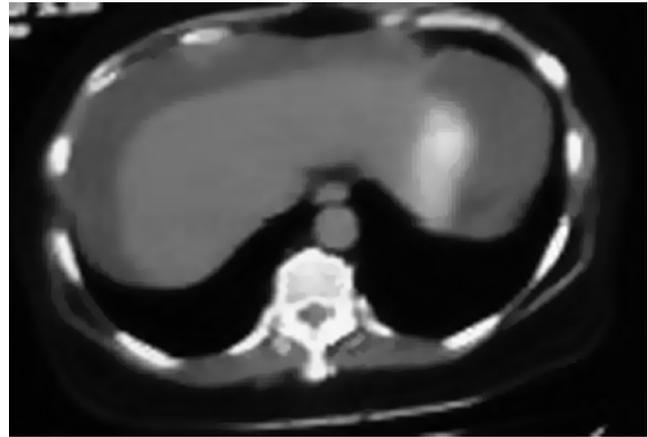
Tomografía de abdomen que muestra líquido ascítico.
